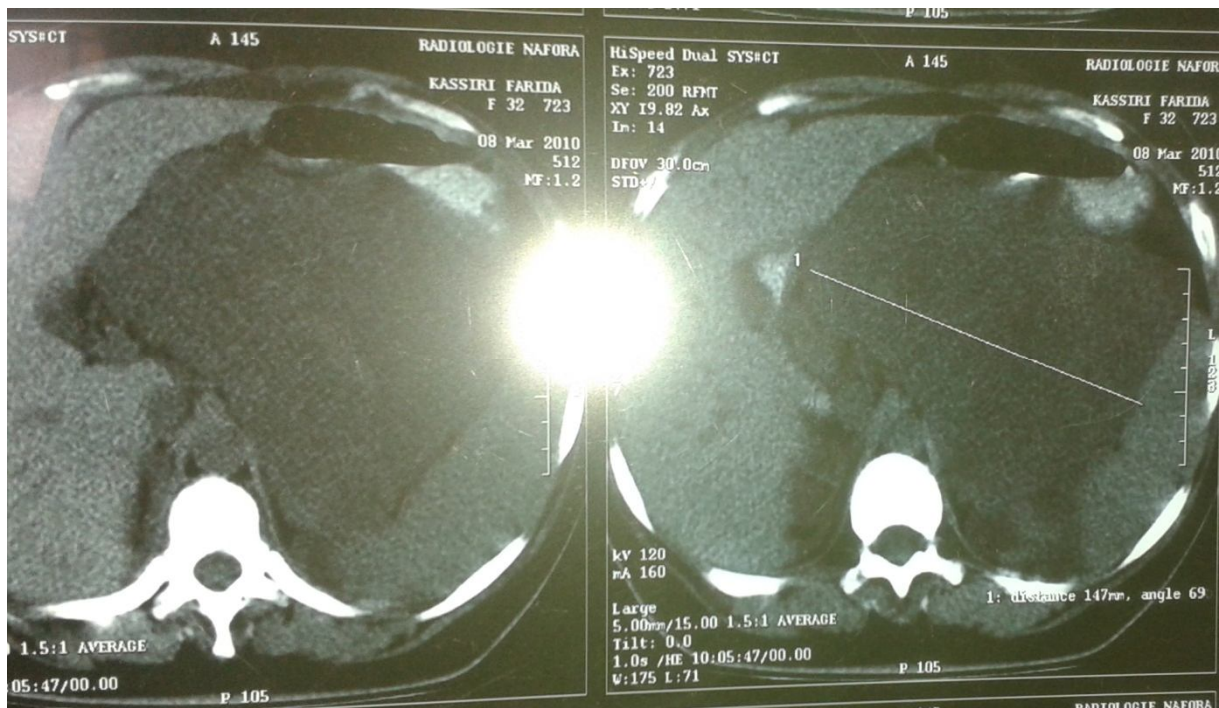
TDM, masse tumorale de 21 cm du corps de petite courbure gastrique.
